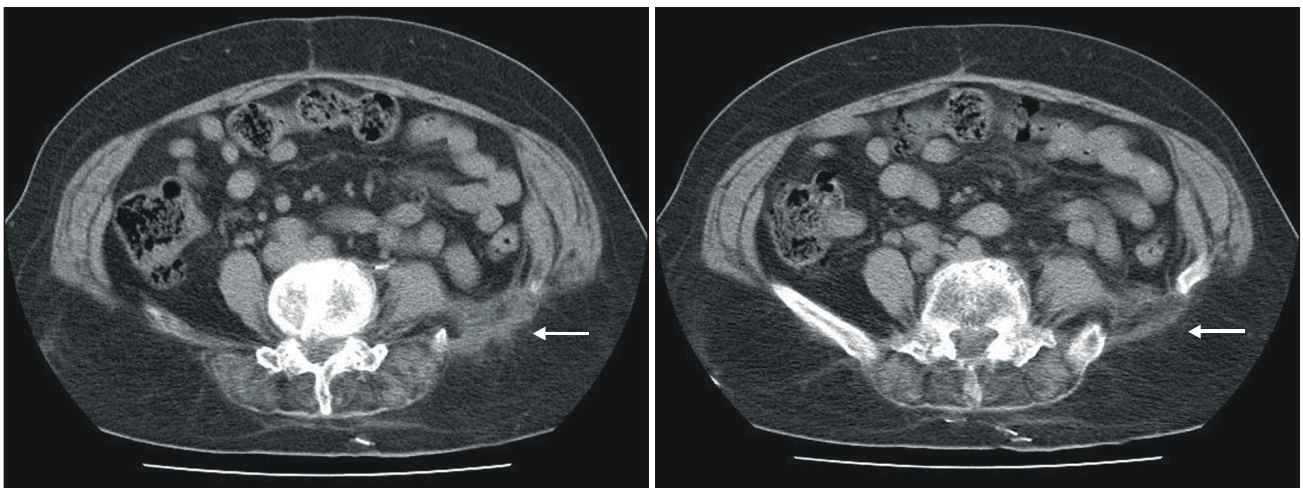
Postoperative CT scan showing repair of hernial defect.
